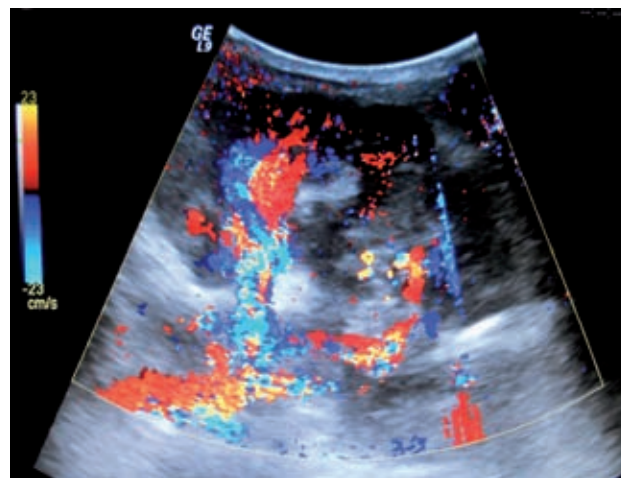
USG. Lesión vascular heterogénea, con microquistes.
